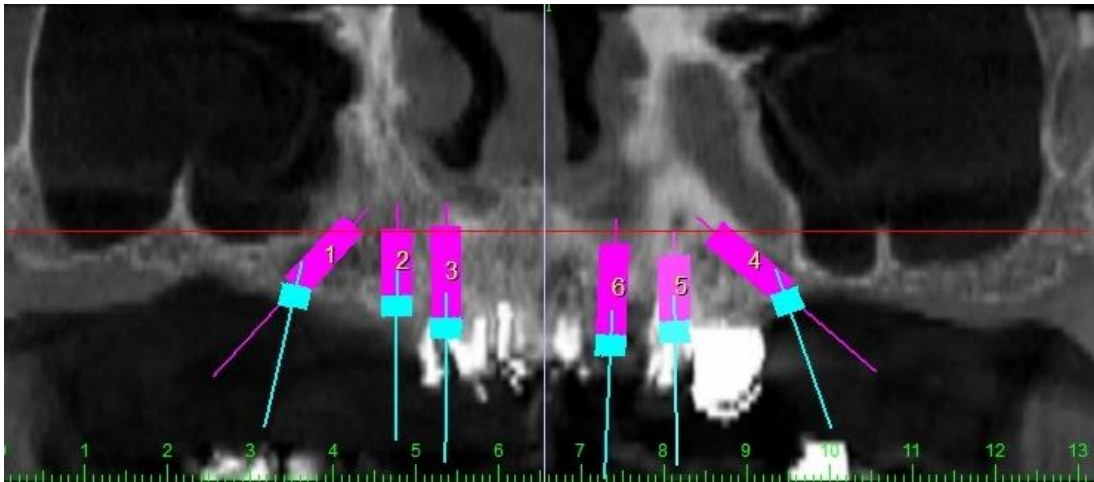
Planejamento em Tomografia.
